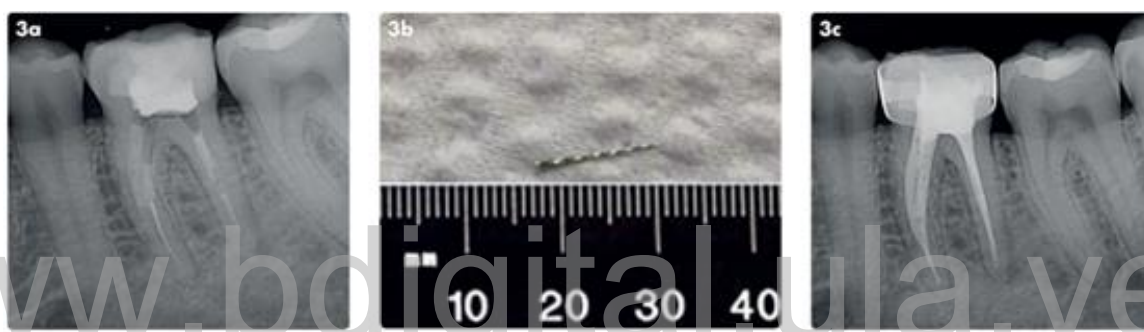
Radiografía periapical que reveló una lima fracturada en la raíz mesial del molar. Tomado de: Bhuvu, B. Ikram O³⁸.
